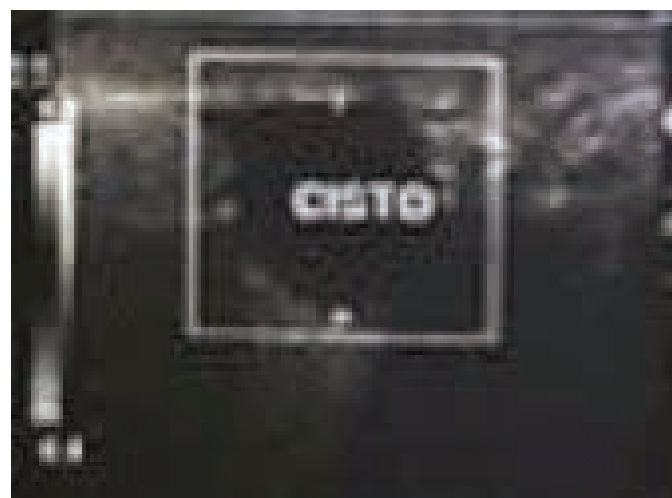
ultrassonografia testicular demonstrando cisto em testículo esquerdo pós-biopsia.
